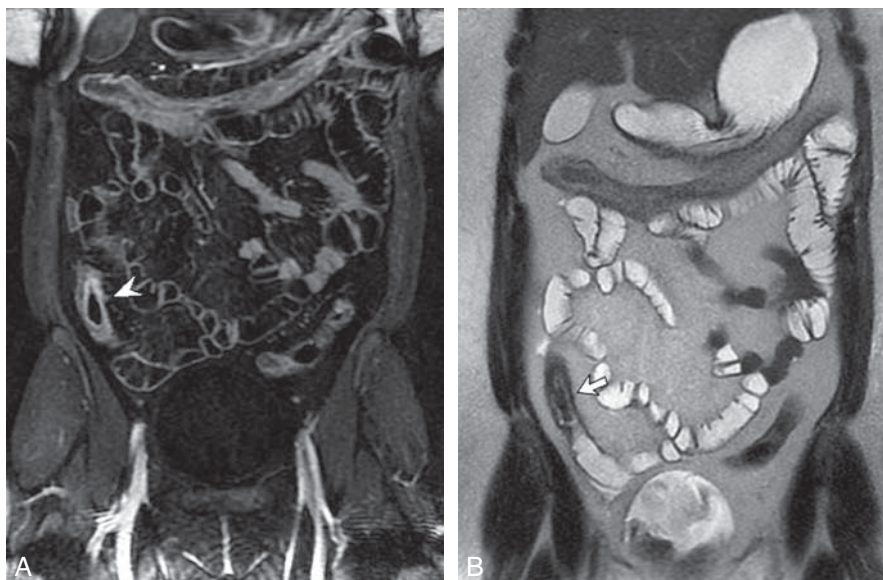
Maladie de Crohn en poussée et entérographie par IRM. A. Une coupe coronale avec image pondérée en T1 en trois dimensions lors d'une apnée et sous perfusion de gadolinium et saturation de la graisse montre un épaississement pariétal et un rehaussement anormal d'un segment de l'iléon terminal (tête de flèche). B. Coupe coronale en deux dimensions pondérée en T2 (single shot fast spin echo) objectivant une majoration du signal localisée (flèche), témoin de l'œdème et d'une lésion évolutive.
